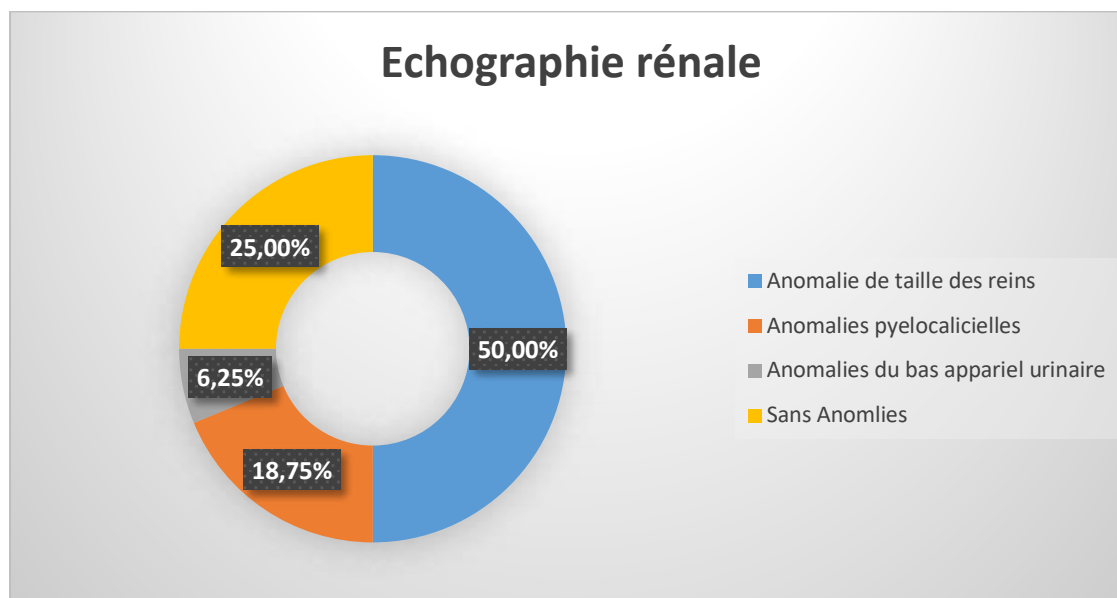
Répartition des patients selon l'échographie rénale
